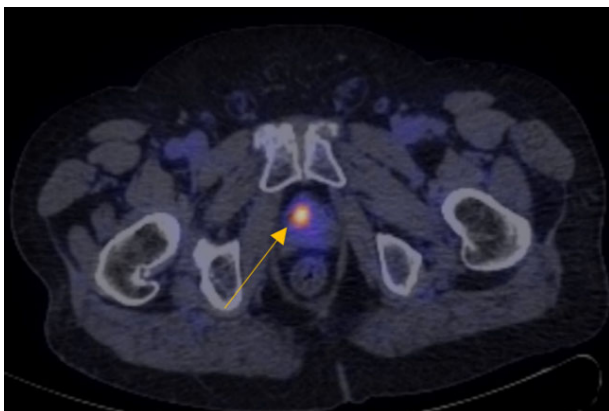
ПЭТ/КТ в аксиальной плоскости (зарубежный препарат). Определяется зона гиперфиксации РФЛП, соответствующая ранее выявленной на МРТ зоне с патологическим сигналом (отмечено стрелкой)
